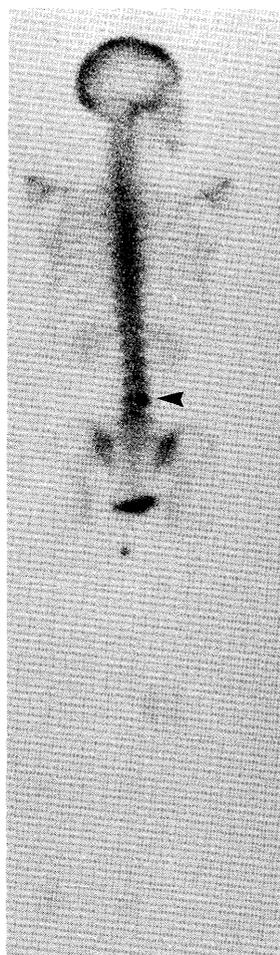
Posterior view of Tc-99m bone scintigram in a 45-year-old woman with previously operated thyroid carcinoma. She complained of back pain. A hot spot at the right edge of L_4 is demonstrated (arrow).
